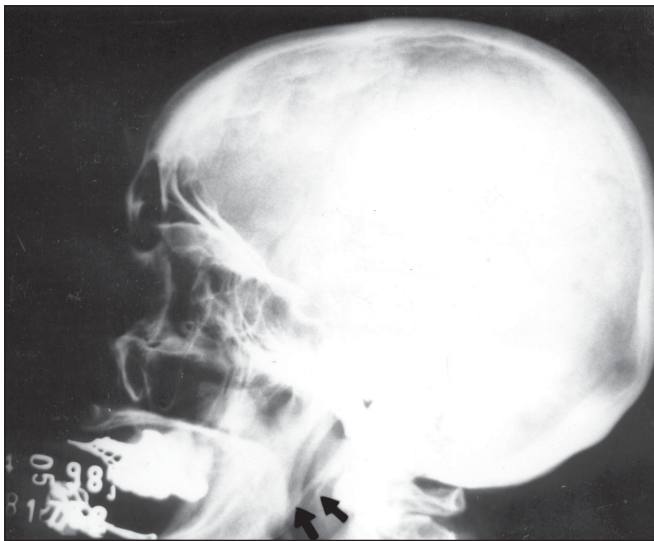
Radiografia simples de perfil de crânio – As setas indicam as apófises estilóides alongadas.
